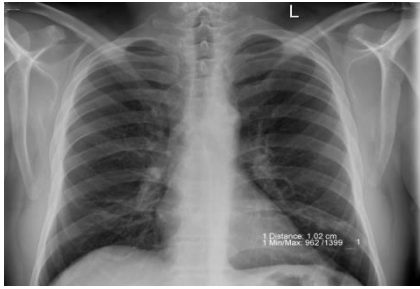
Hasta-2'nin, (a): t_1 zamanlı, (b): t_2 zamanlı ve (c): Çakıştırılmış x-ray görüntüleri.
